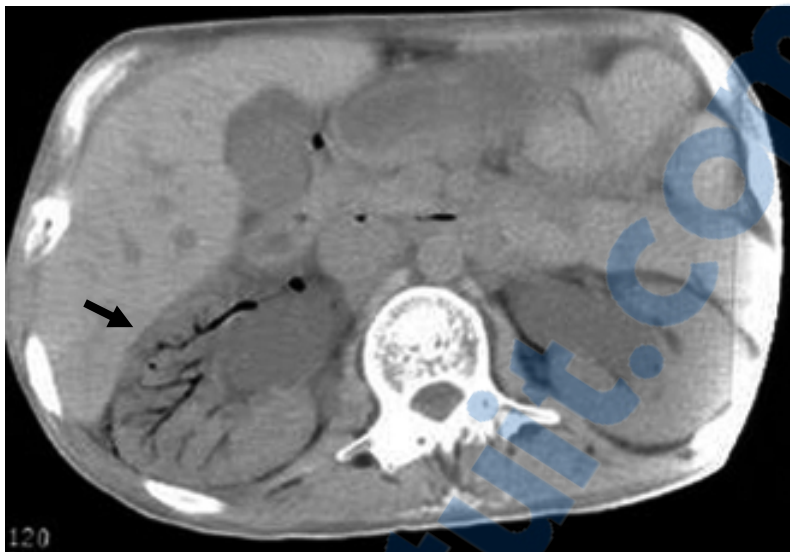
TDM rénale sans injection de produit de contraste: PNE droite type I. Présence d'images gazeuses radiaires au niveau du rein droit s'étendant de la médullaire vers la corticale, avec dilatation pyélocalicielle bilatérale, témoin d'une obstruction des voies urinaires.
